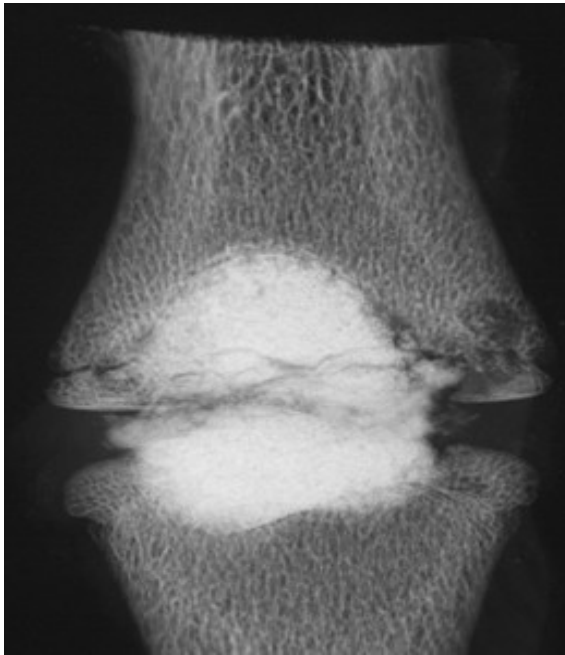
HR-Kontaktmakroradiographie zweier je 4 mm dicker Präparatscheiben (Hydroxylapatit-Gruppe): Fragmentierung des Zements mit intervertebraler horizontaler Bruchlinie, keine Fragmentierung intravertebral.
